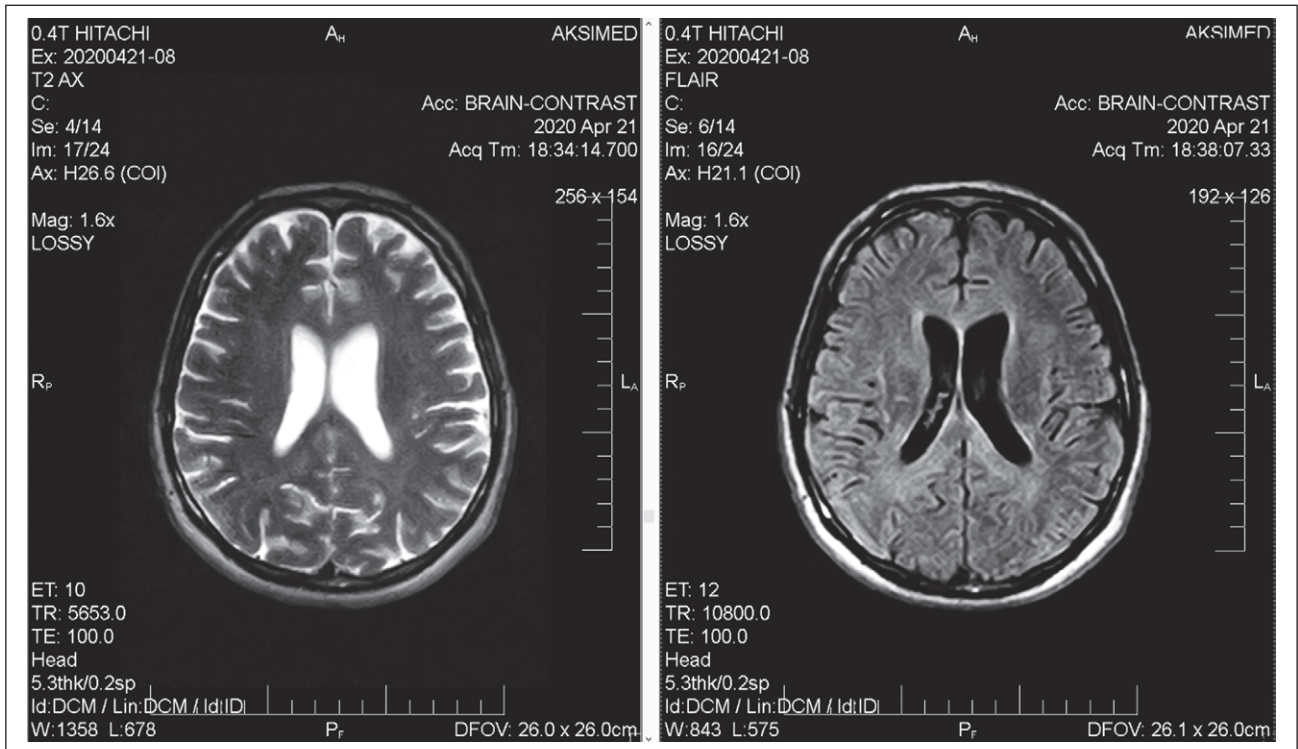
МРТ головного мозку з контрастуванням
